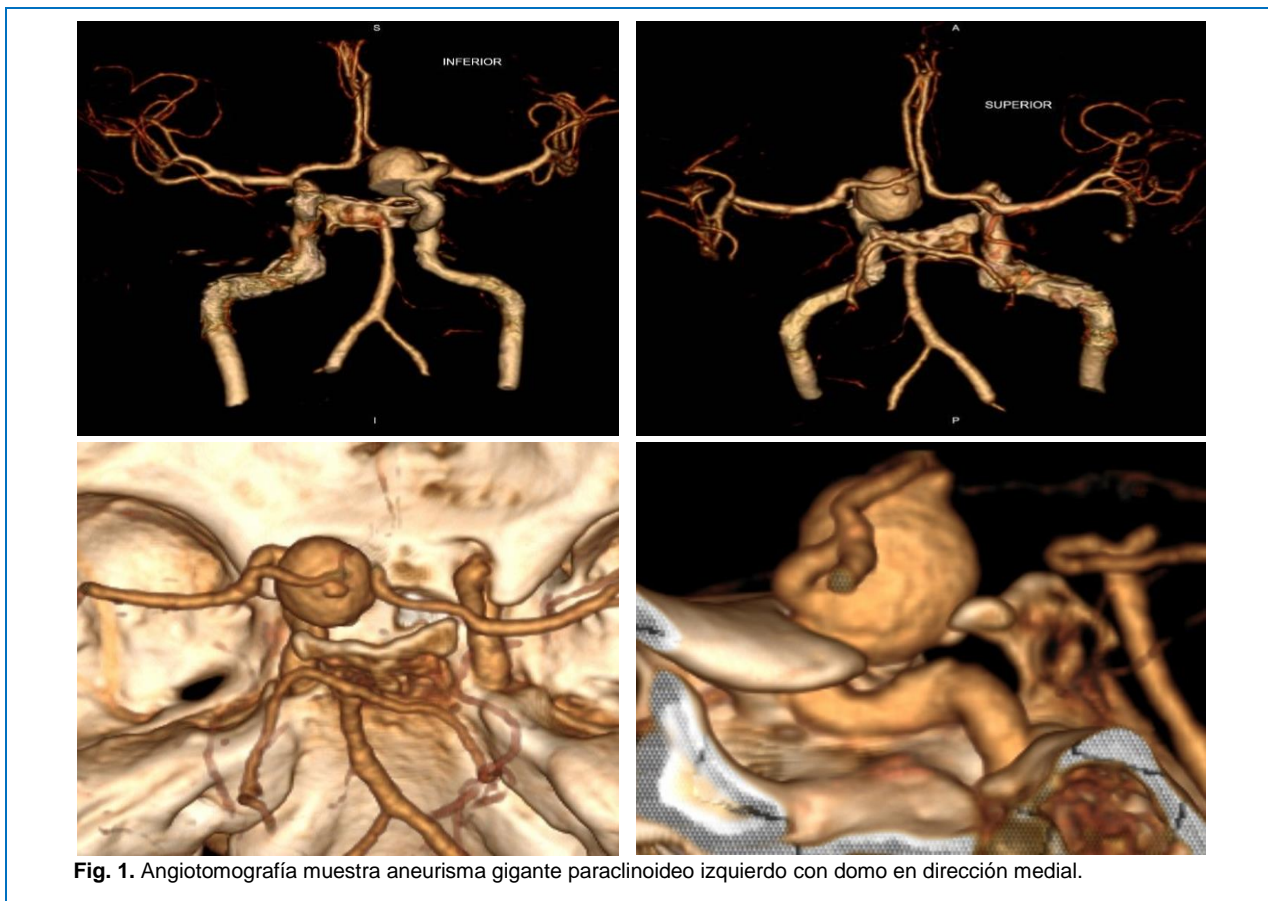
Angiotomografía muestra aneurisma gigante paraclinoideo izquierdo con domo en dirección medial.
